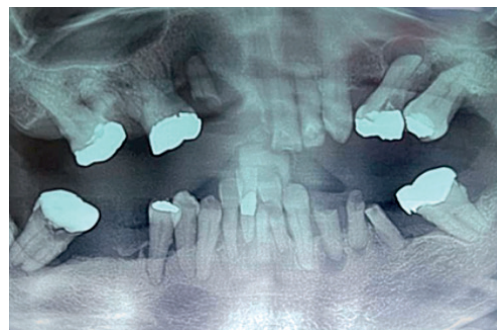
Radiografía panorámica. Se advierten zonas radiolúcidas en la zona apical en los múltiples dientes, pérdida ósea y ausencias dentales.
